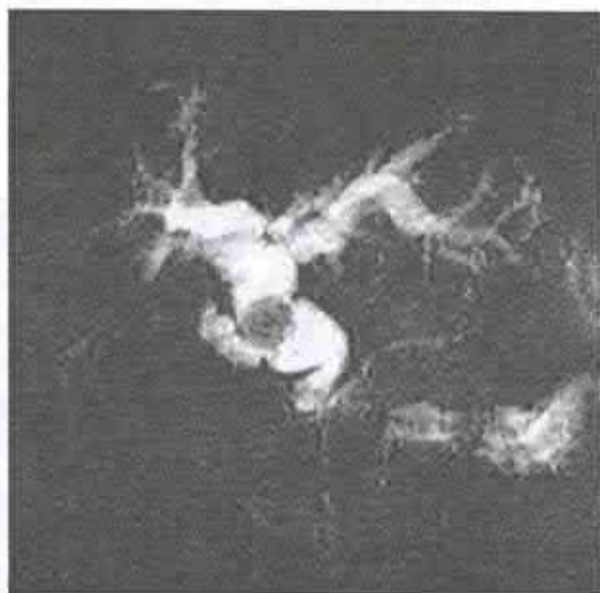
Rezonanță magnetică nucleară (caz clinic propriu).
